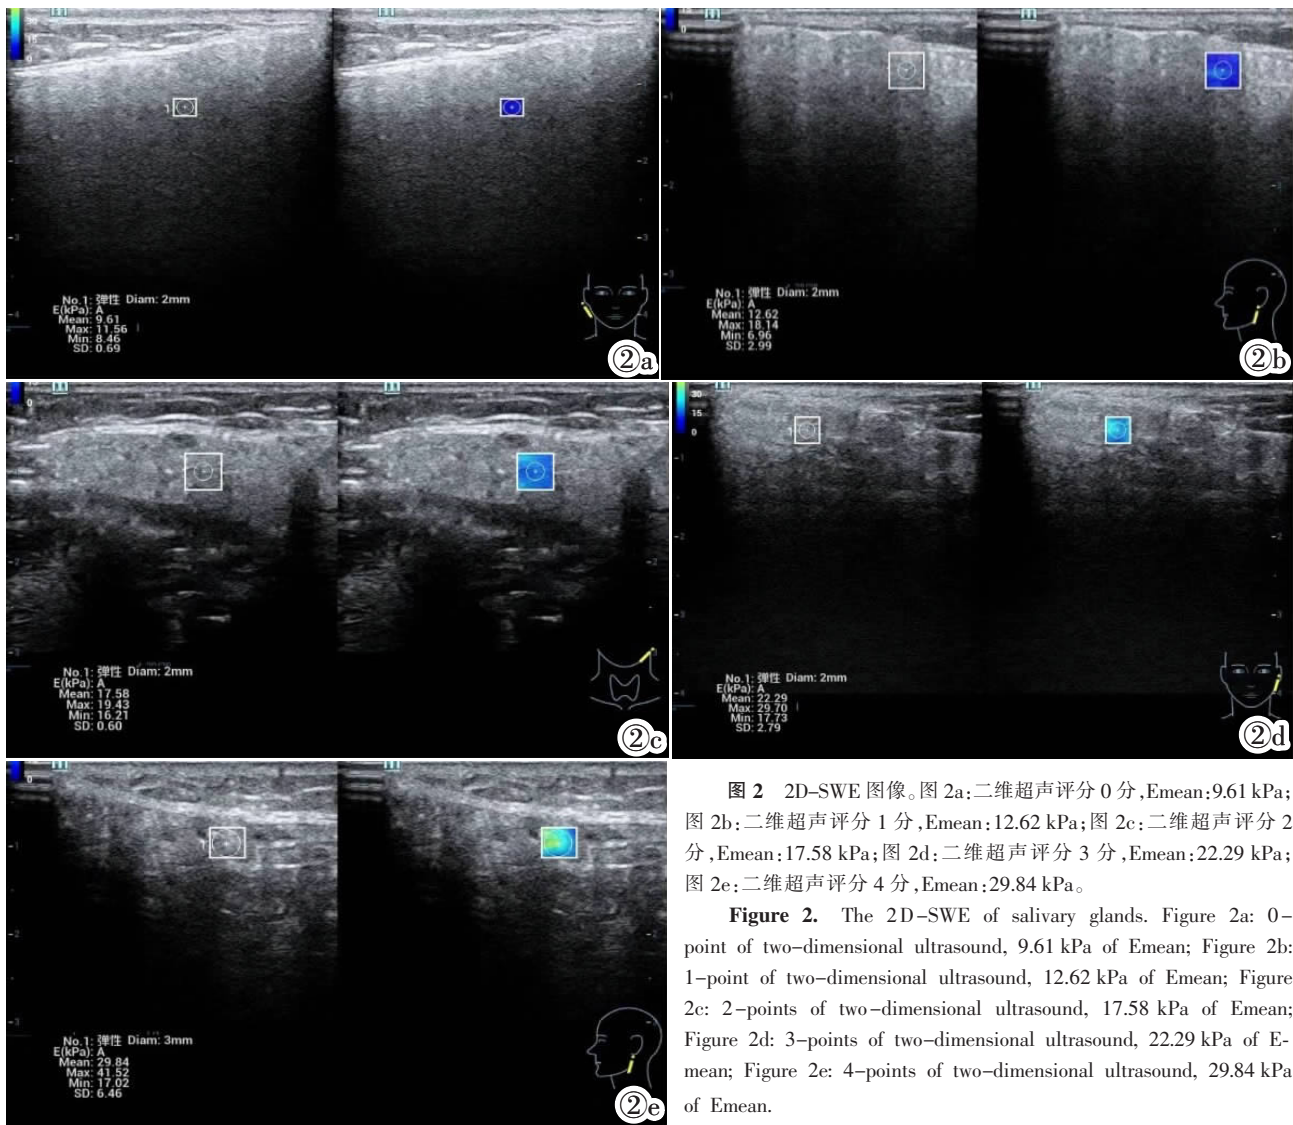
2D-SWE 图像。图 2a;二维超声评分 0 分,Emean:9.61 kPa;图 2b;二维超声评分 1 分,Emean:12.62 kPa;图 2c;二维超声评分 2 分,Emean:17.58 kPa;图 2d;二维超声评分 3 分,Emean:22.29 kPa;图 2e;二维超声评分 4 分,Emean:29.84 kPa。
